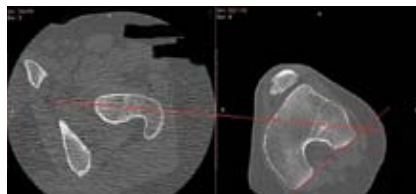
CT mit Darstellung der vermehrten femuralen Innenrotation (40°) (Winkel zwischen Schenkelhals und posteriore Condylen)
